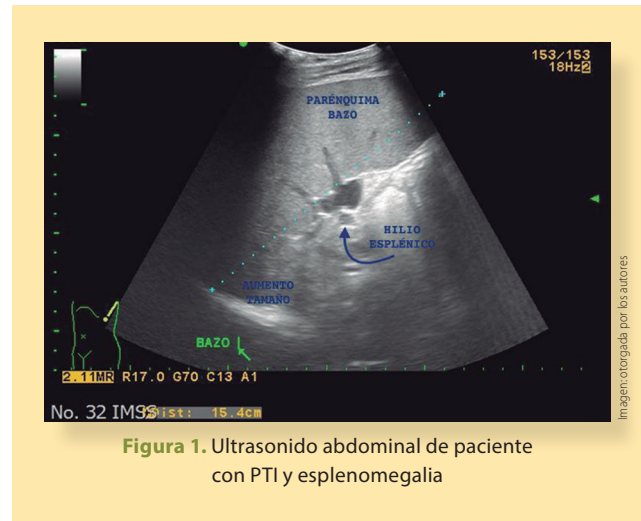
Ultrasonido abdominal de paciente con PTI y esplenomegalia
